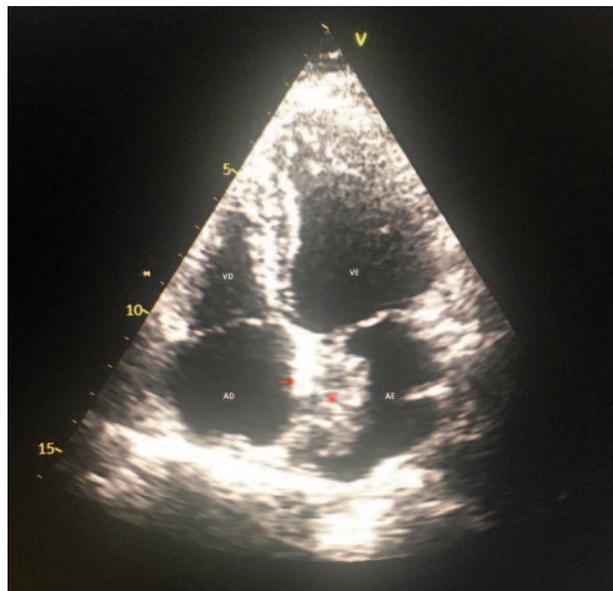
Ecocardiograma TT, janela apical 4 câmaras – massa aderente (*) ao septo interauricular (seta).
